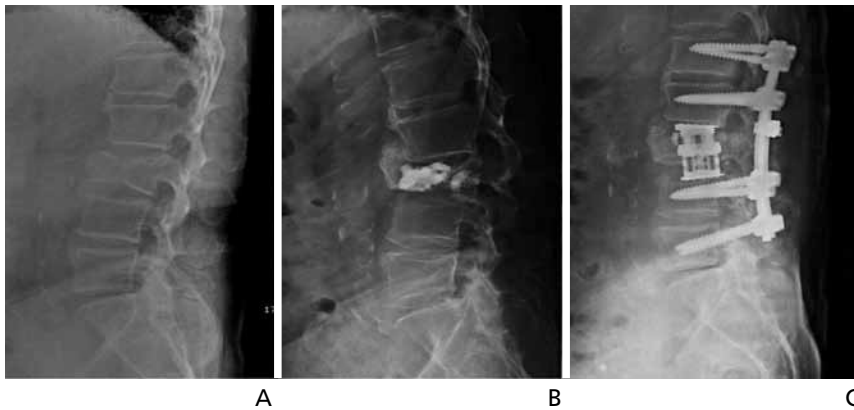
Radiographs of an 81-year-old man. (A) Acute L3 compression fracture, (B) after cement augmentation at L3, and (C) anterior and posterior surgical reconstruction of lumbar spine for kyphosis after L3 compression fracture.
